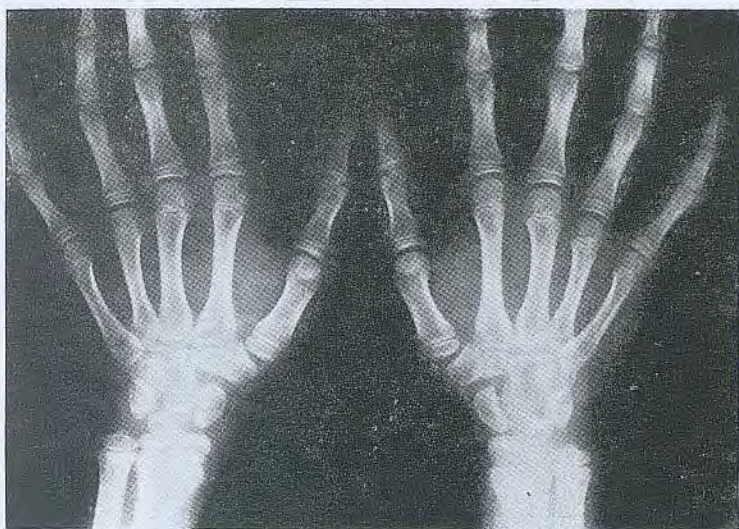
Normalització de les radiografies dels canells.
